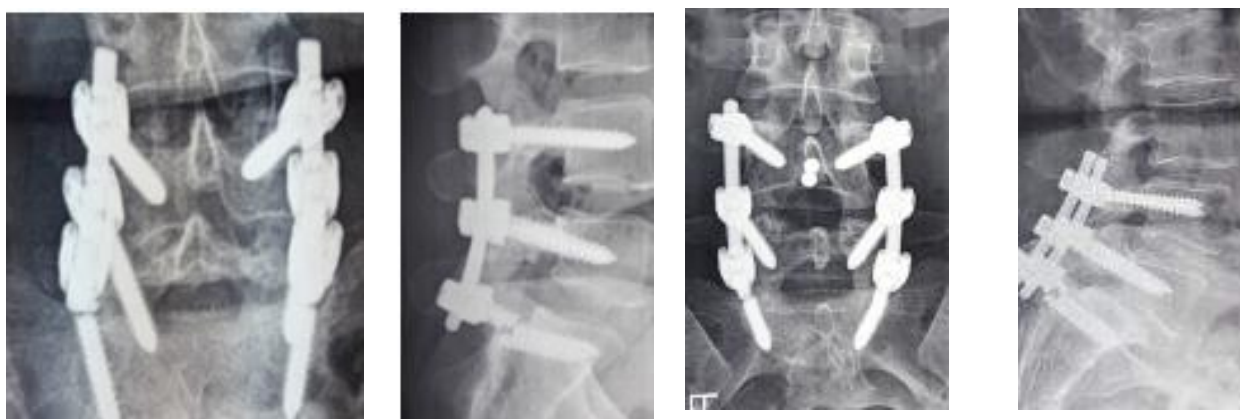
Рентгенограми хворих із різними варіантами зламу транспедикулярних гвинтів
